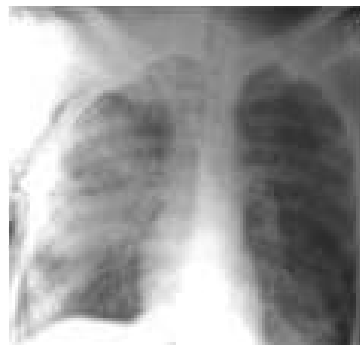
Röntgenaufnahme eines Patienten mit dem klinischen Bild eines TRALI
